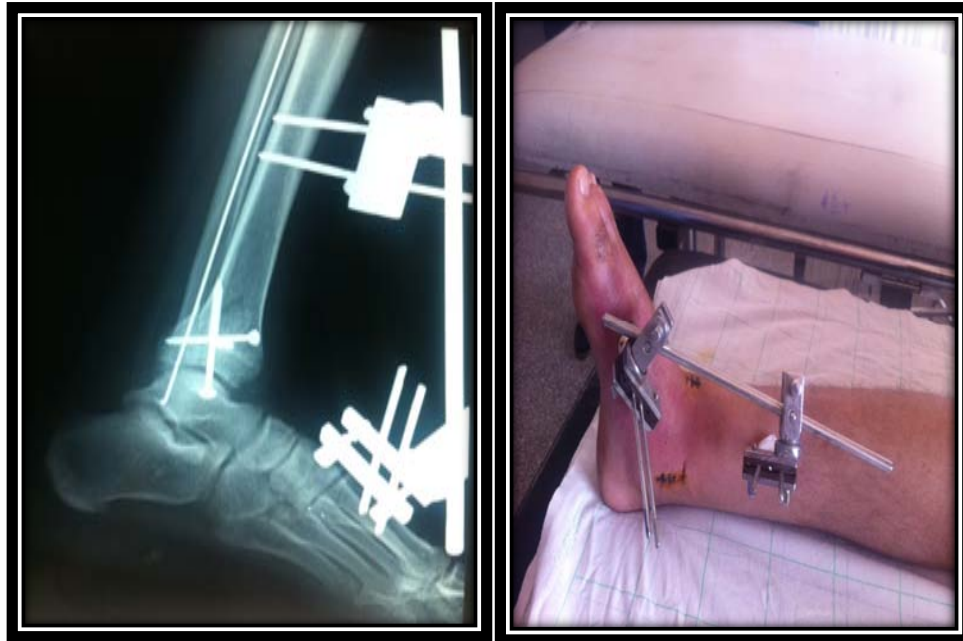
Radiographie de contrôle d’une fracture traitée par fixateur externe tibio-métatarsien type HOFFMAN avec ostéosynthèse à minima+embrochage de fibula. –Bonne évolution radio-clinique.
